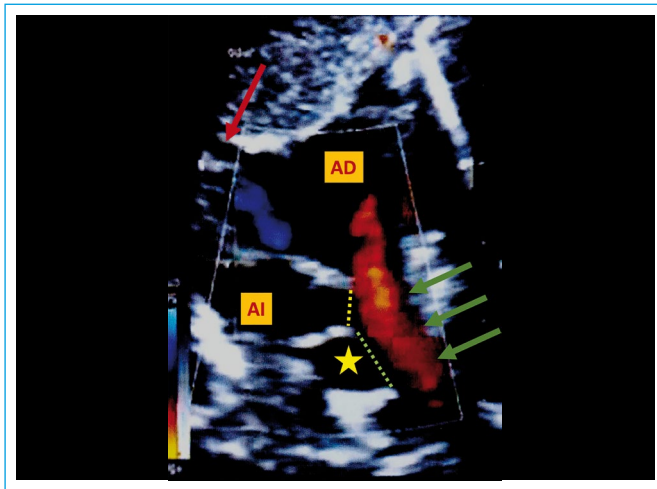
Ecocardiografía transtorácica bidimensional, plano subxifóideo (bicavo). Doppler color (AD: aurícula derecha; AI: aurícula izquierda; flechas verdes: vena cava superior; flecha roja: vena cava inferior; estrella amarilla: probable estructura vascular, ¿vena pulmonar inferior derecha?; línea punteada amarilla: comunicación interauricular tipo seno venoso superior; línea punteada verde: probable comunicación entre la estructura vascular, ¿vena pulmonar inferior derecha?, y la vena cava superior)
